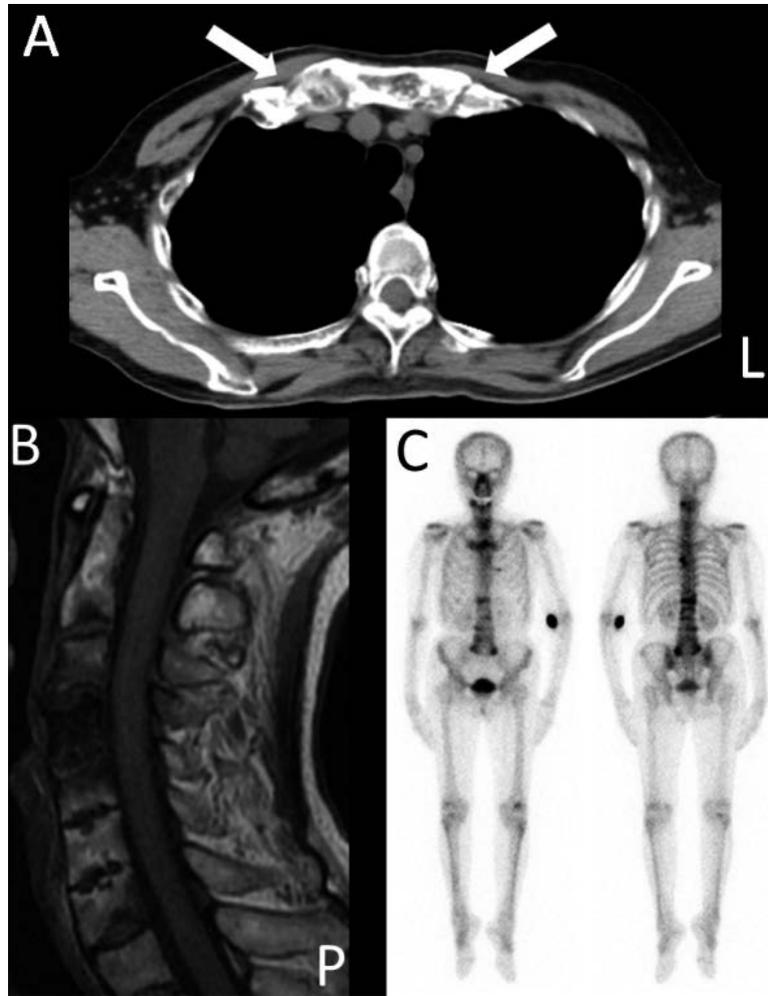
Chest CT, cervical MRI, and 99mTc-MDP bone scintigraphy.
